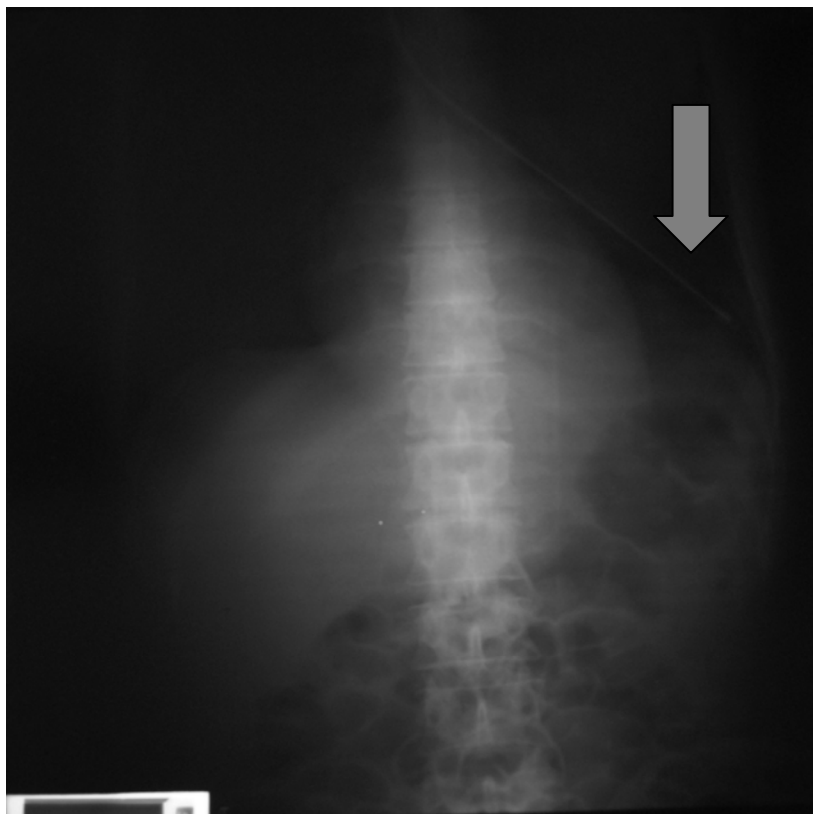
Radiografia de tórax de uma paciente de 41 anos demonstrou desvio do trajeto da sonda enteral pela traquéia e a localização da ponta distal em brônquio esquerdo.
